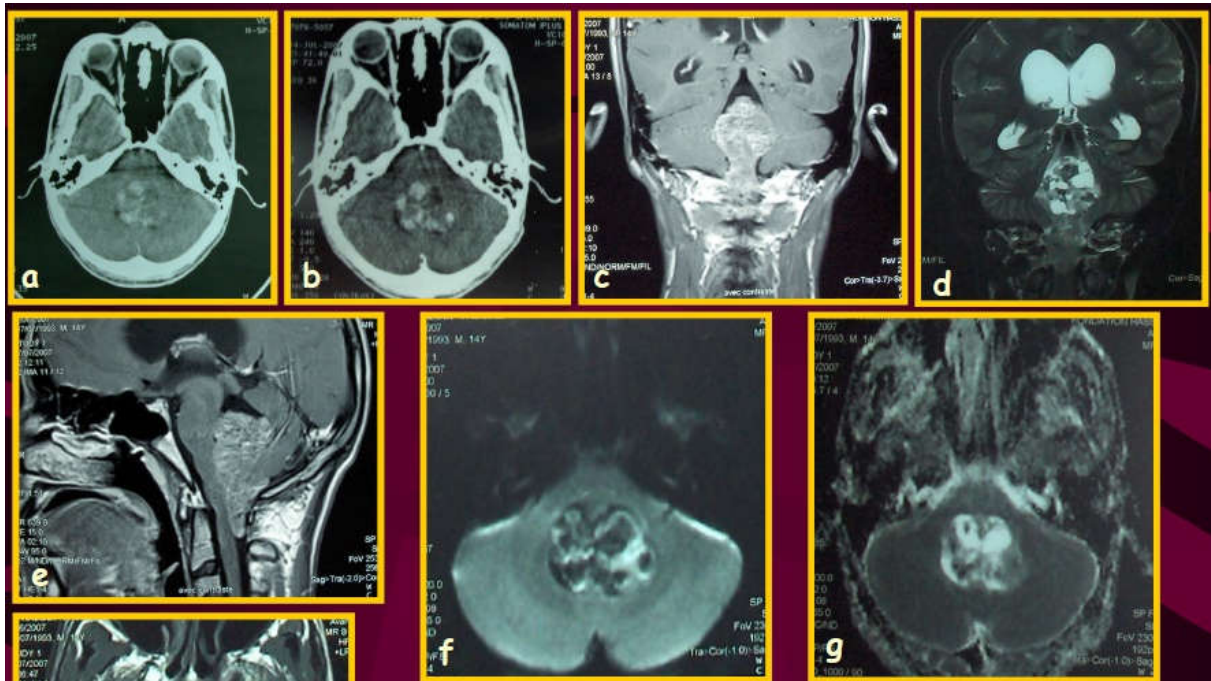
TDM et IRM d'un épendymome de la FCP chez un enfant de 14 ans
